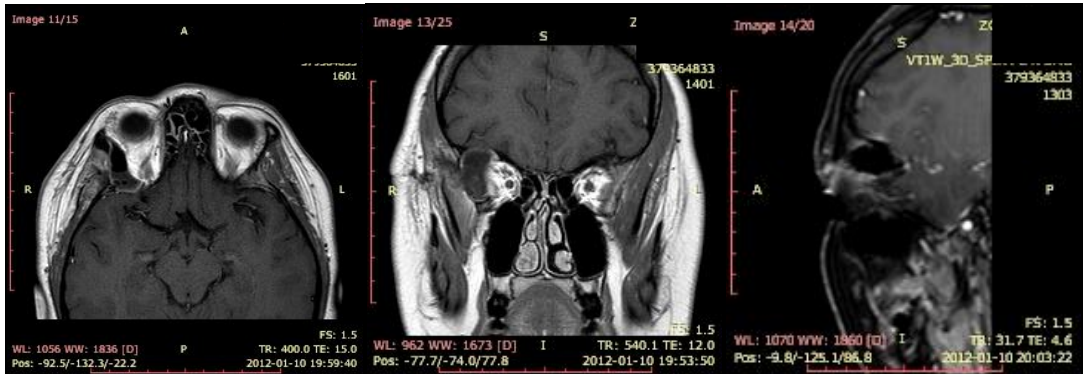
Hastanın T2A aksiyel (A) ve T1A koronal (B) MRG kesitlerinde sol intraorbital retrobulber yerleşimli hiperintens tümör görülmekte. C: Ameliyattan sonra 3. ayda çekilen kontrol MRG'ında tümörün total olarak çıkarıldığı görülmektedir. D: Cerrahi işlem sonrasında total olarak çıkarılmış tümör izlenmektedir. Histopatolojik sonucu kavernöz hemanjiom olarak rapor edilmiştir
